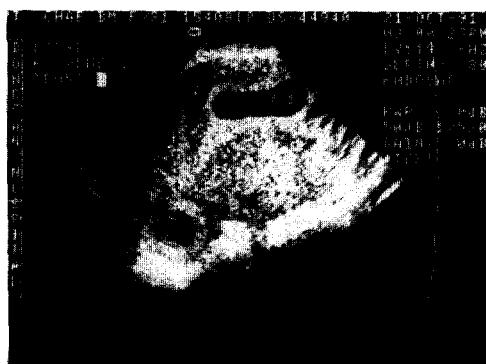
Ultrasonographic finding showing one intrauterine gestational sac with good fetal heart movement and also right cornual gestational sac with good fetal heart movement.
